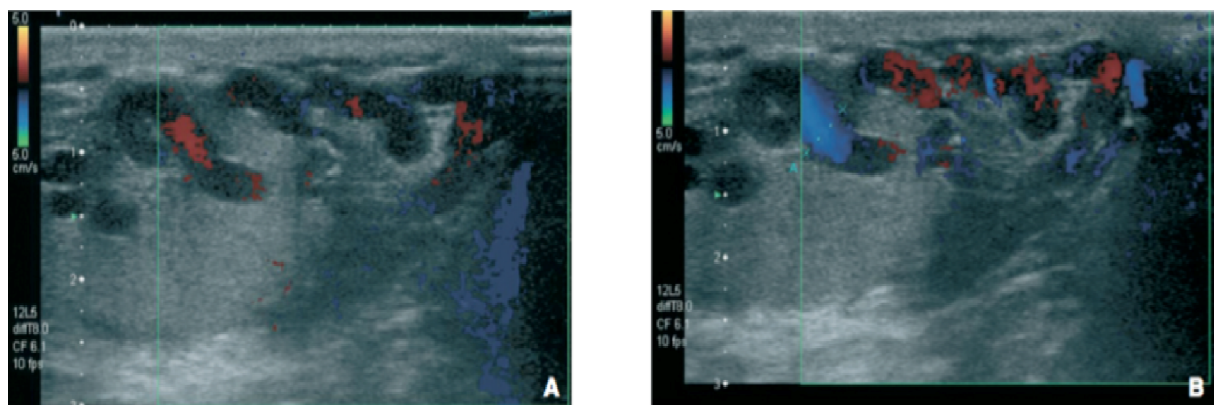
Échodoppler couleur montrant une varicocèle intratesticulaire. [1]
